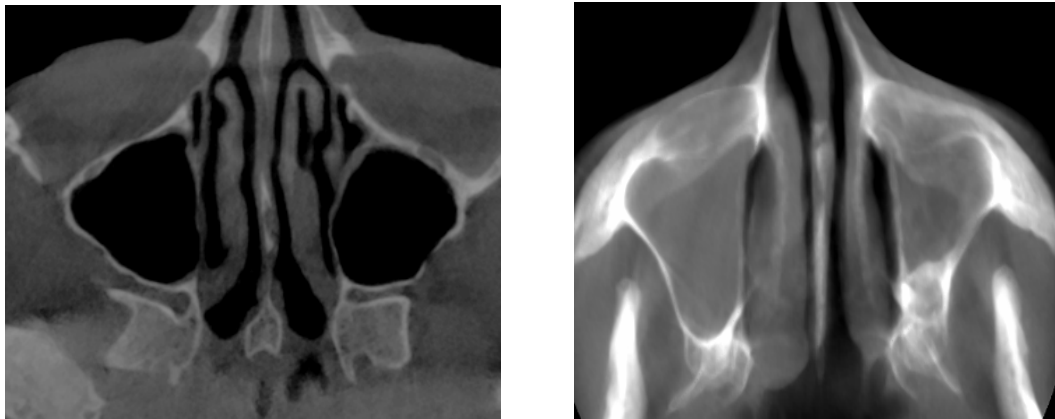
Комп'ютерна томографія пацієнта з хронічним поліпозним риносинуситом: а) аксіальний томографічний зріз; б) мультипланарна реконструкція у фронтальній проекції
